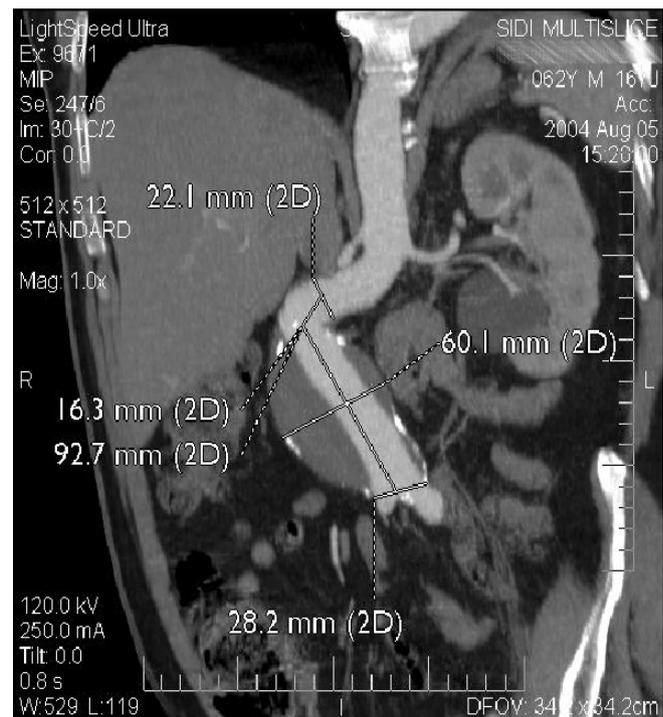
Angiotomografia demonstrando AAA em expansão com colo angulado(quase 90 graus)
